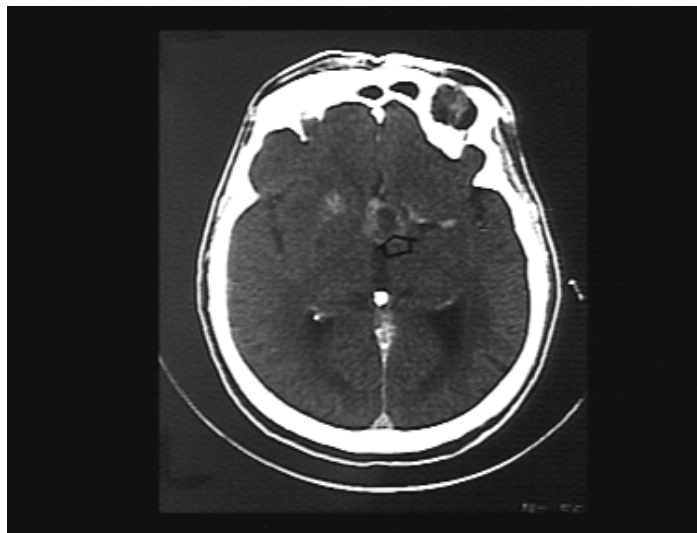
TDM cérébrale après IV, coupe axiale: perte de l'homogénéité de la densité, centre hypo-dense, périphérie hyperdense, traduisant la nécrose glandulaire.
